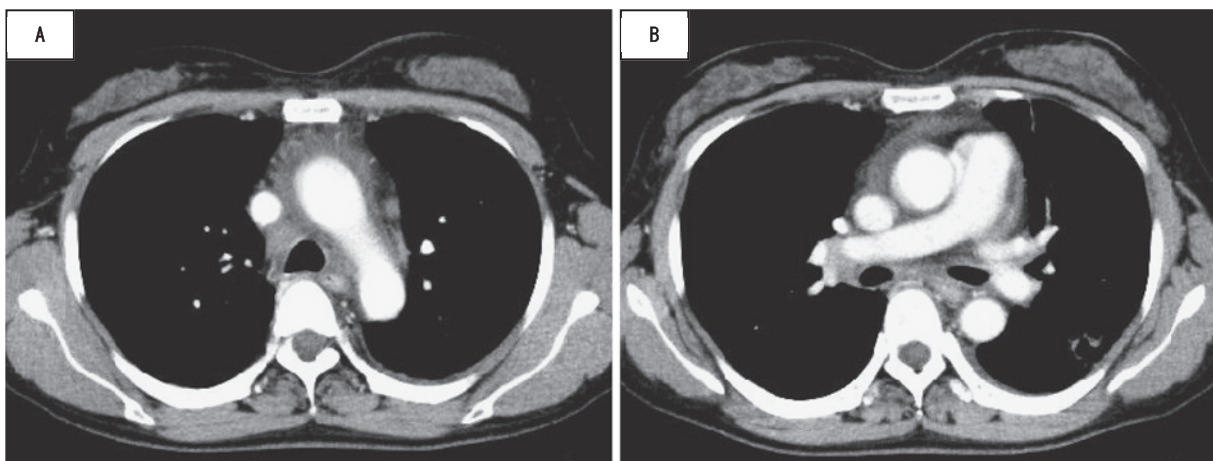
Four months after the start of crizotinib therapy, marked shrinkage of the mediastinal lymph nodes metastases was observed on enhanced CT.
